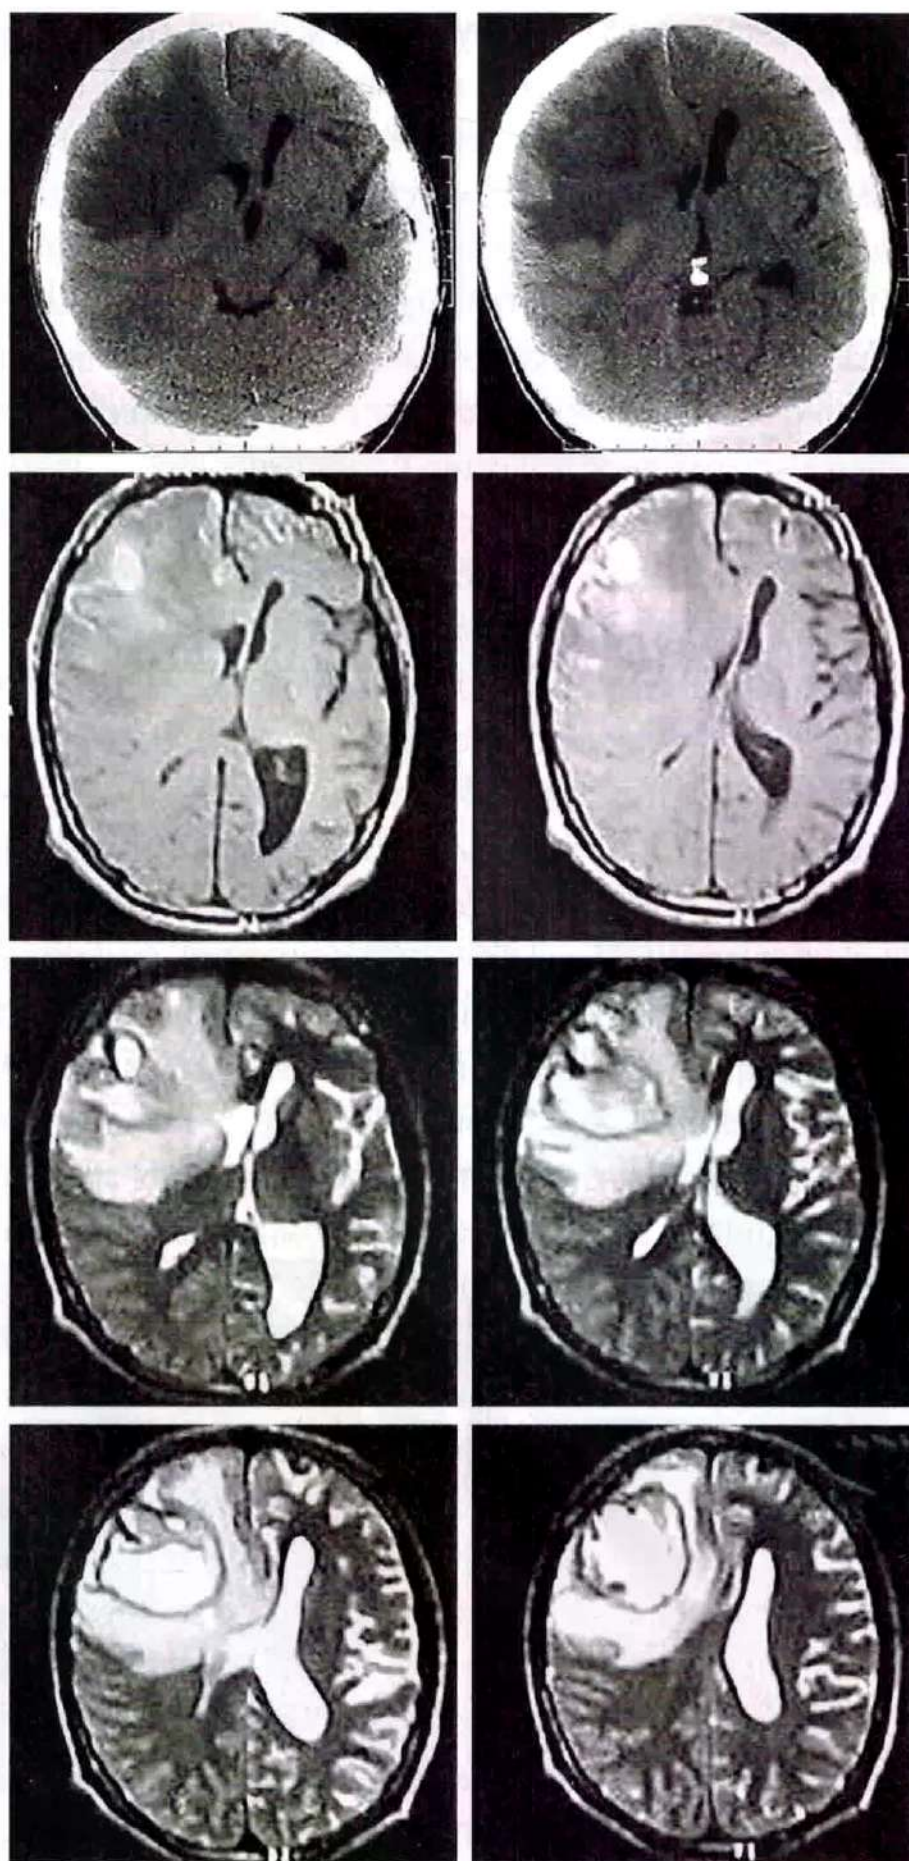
Абсцесс правой лобной доли по данным КТ и МРТ (T1- и T2-ВИ) без контрастного усиления
